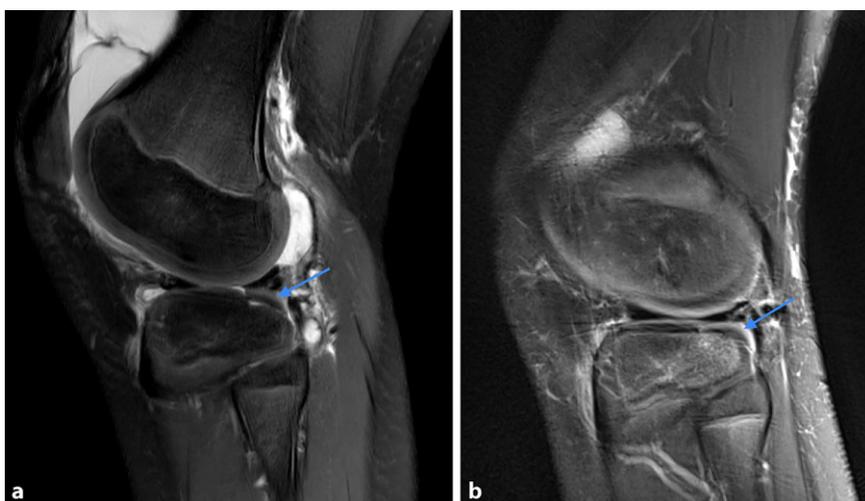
▲ Magnetresonanztomographie (MRT) T2 sagittal. a Knorpelfragmentablösung am posterolateralen Tibiaplateau direkt nach dem Unfall. b Eingehheiltes Knorpelfragment 6 Wochen postoperativ (Pfeile: eingehheiltes Knorpelfragment)
